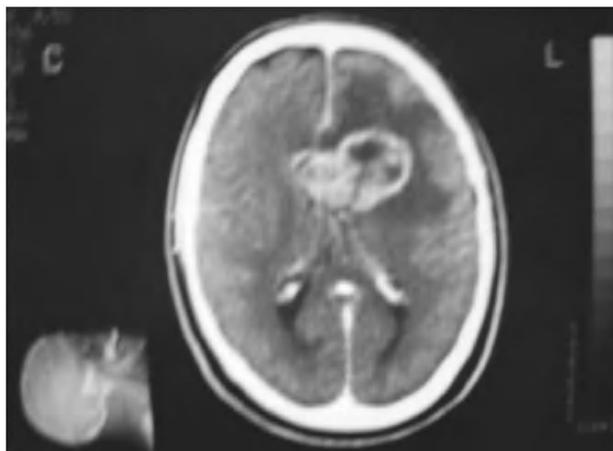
Imagen de la tomografía computarizada craneal.
